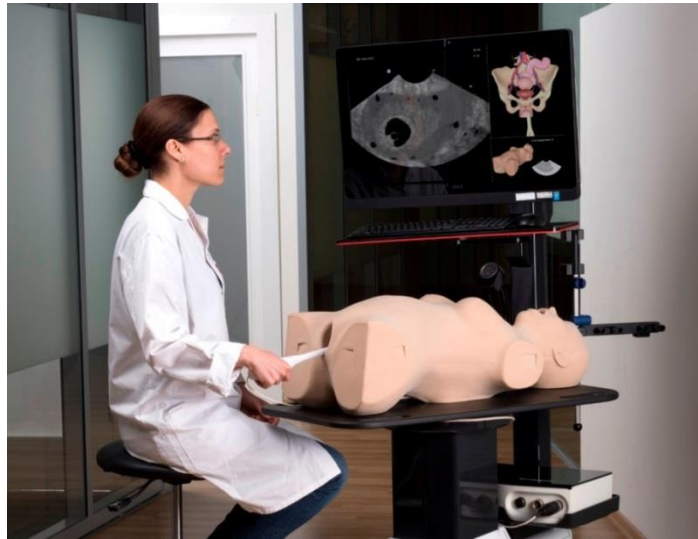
Освоение практических навыков на ультразвуковом симуляторе Узиментор «Symbionix»
